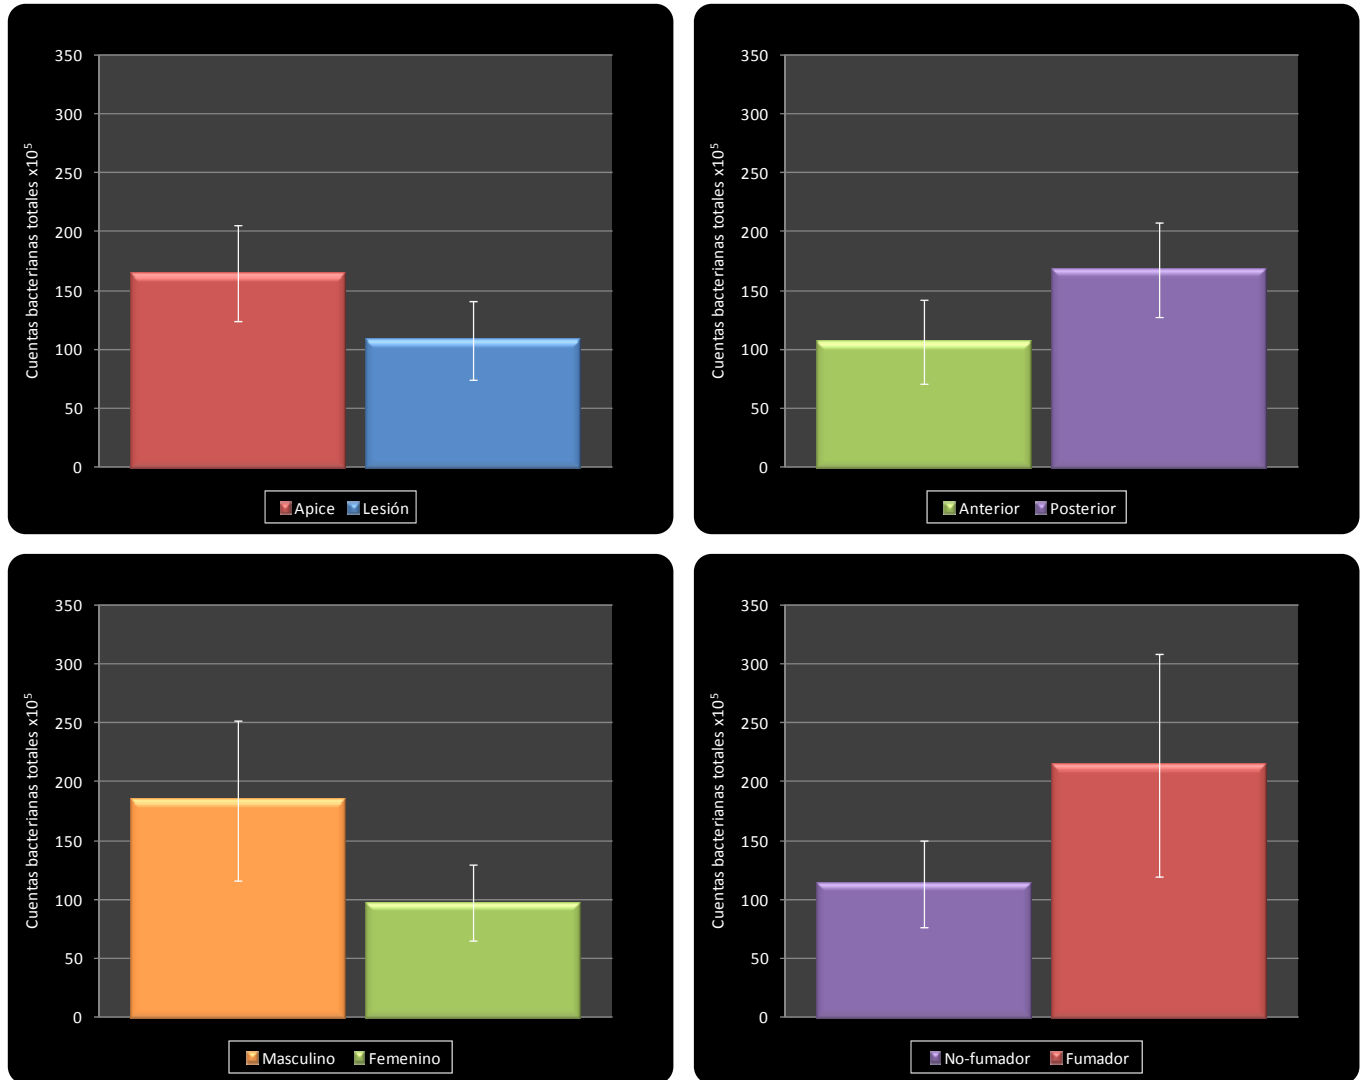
Histogramas comparativos de las cuentas bacterianas totales promedio ($\times 10^5 \pm$ EEM) de las especies evaluadas en 54 muestras periapicales provenientes de 27 pacientes. Cada gráfica muestra la comparación entre las cuentas bacterianas totales detectadas en muestras o sujetos, de acuerdo con 4 parámetros de comparación distintos: muestras tomadas del ápice vs. de la lesión periapical (superior izquierda), muestras tomadas de dientes anteriores vs. posteriores (superior derecha), sujetos del género masculino vs. femenino (inferior izquierda), y sujetos no-fumadores vs. fumadores (inferior derecha). Las diferencias en las cuentas totales promedio no fueron estadísticamente significativas para ninguna de las comparaciones (prueba U de Mann-Whitney). Los datos graficados en la presente figura se presentan en las tablas 9, 13, 17 y 21.
